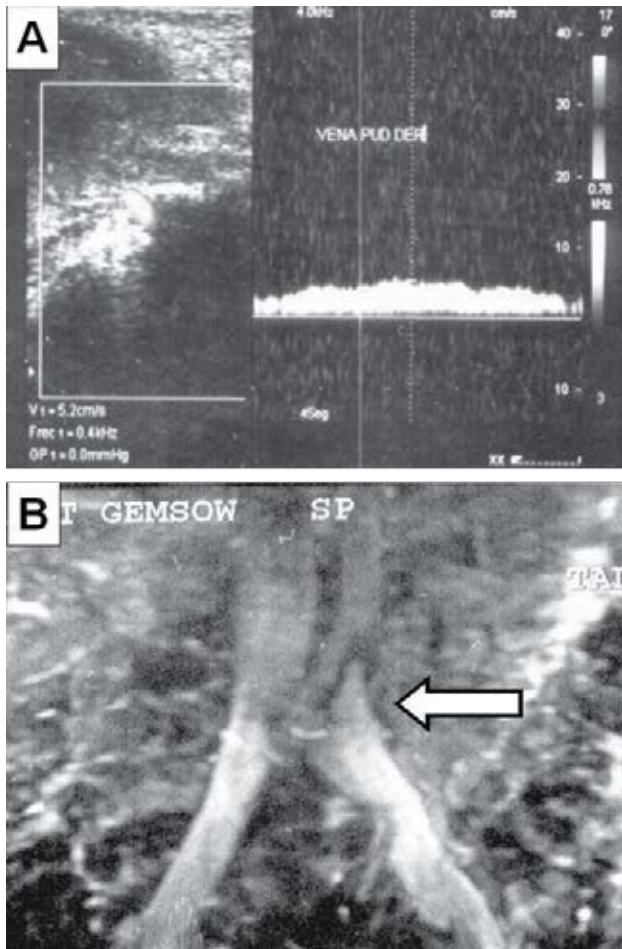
A. Ultrasonido Doppler que muestra la dilatación de la vena pudenda izquierda y cambios en la velocidad del flujo venoso habitual. B. Resonancia magnética nuclear en secuencia 3D-TOF con medio de contraste. Se observa la compresión de la vena iliaca común izquierda por la arteria iliaca común derecha (flecha).
